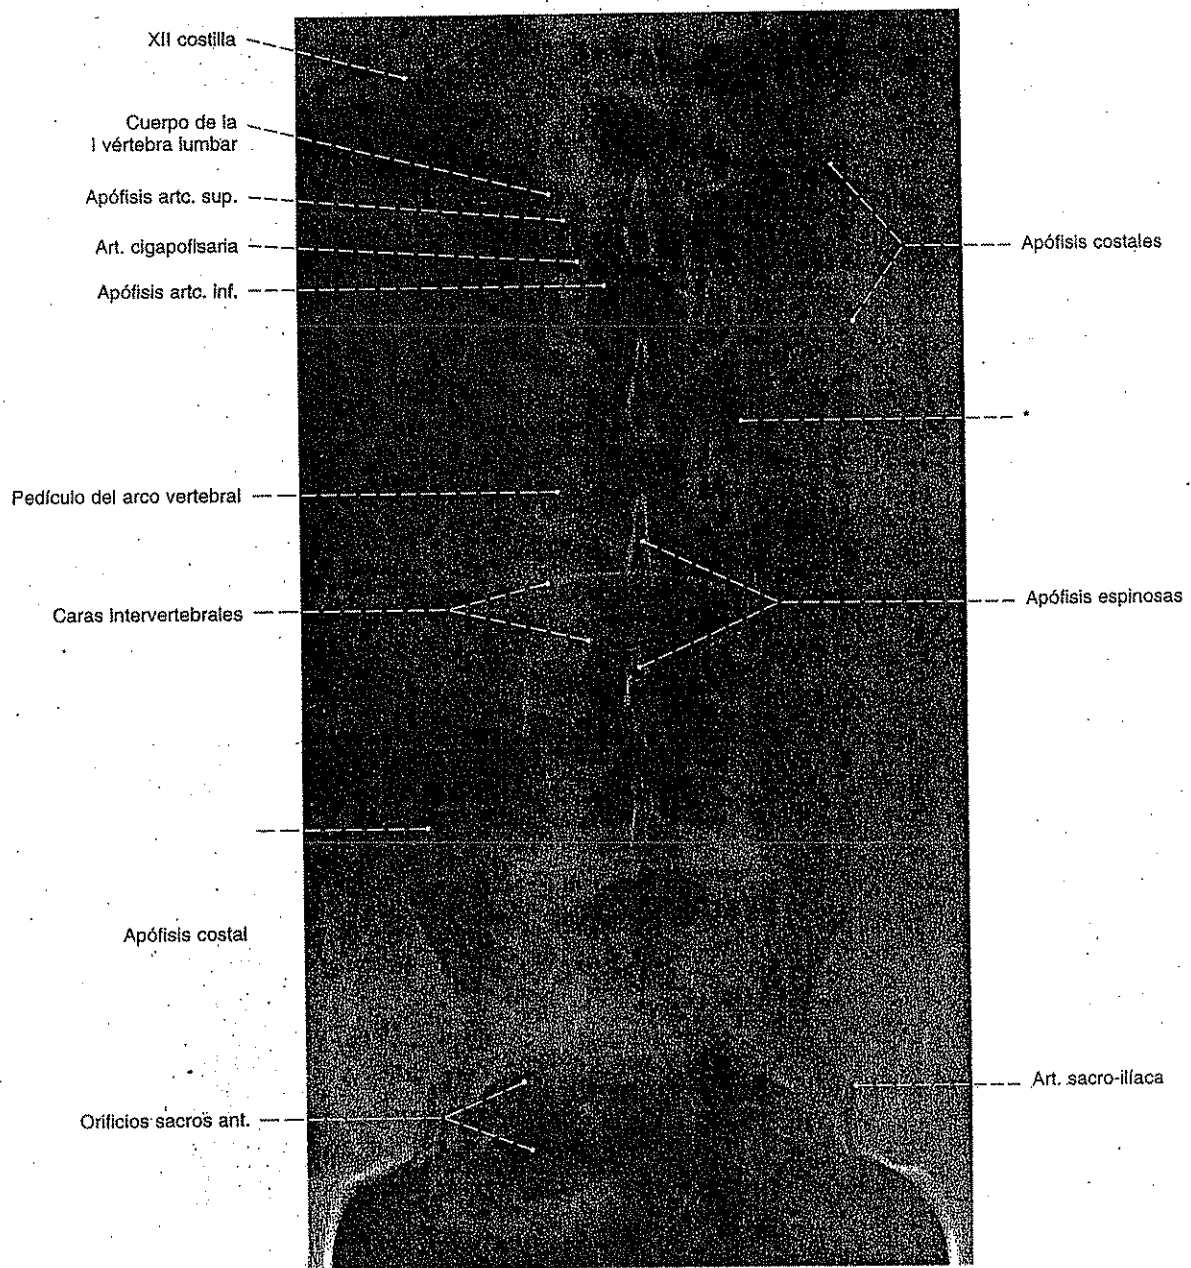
Radiografía AP de la columna lumbar y del sacro; posición: bipedestación; radiación central dirigida a la 2ª vértebra cervical.
